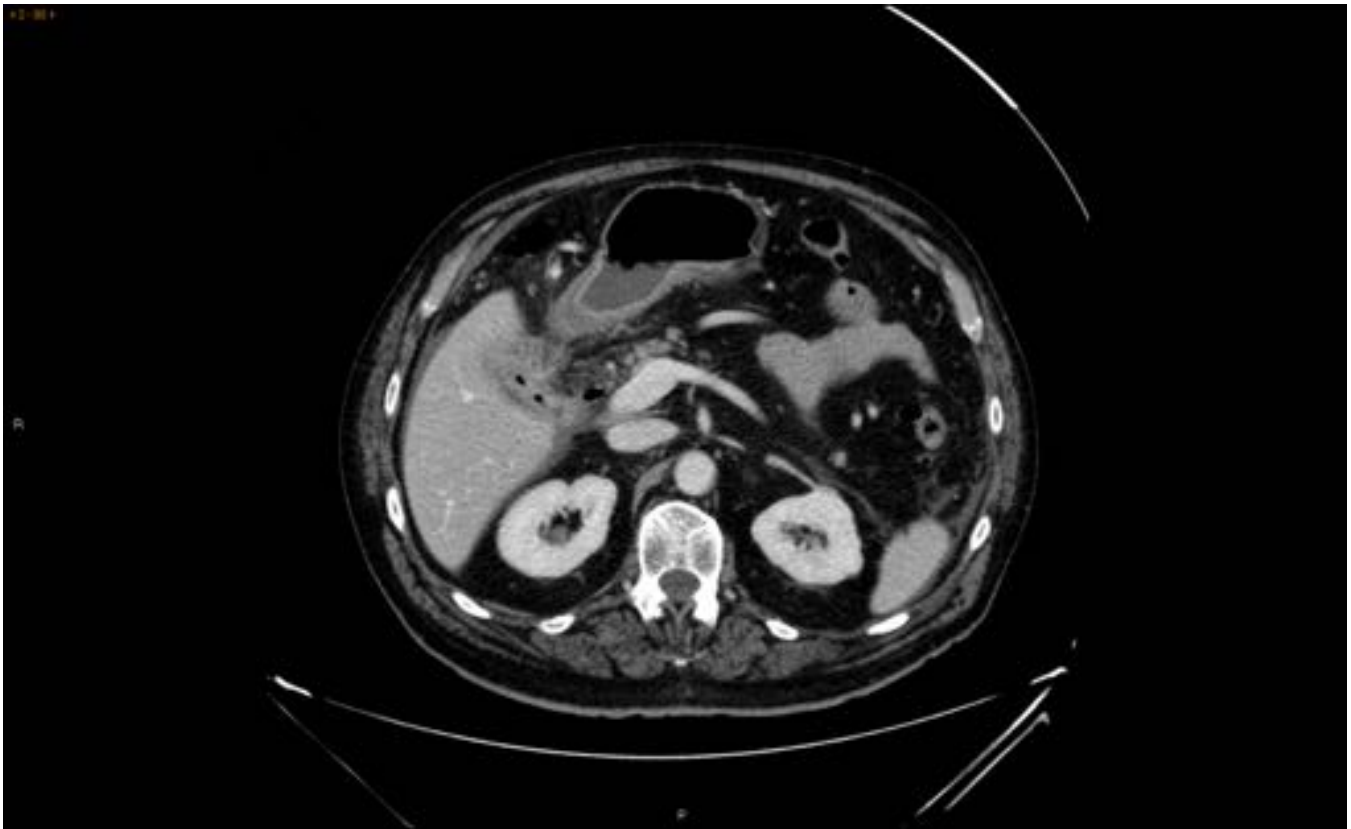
Varón de 69 años intervenido hace 1 mes por íleo biliar y posteriormente reintervenido por peritonitis entérica. Presenta fiebre y aumento de reactantes de fase aguda. En el estudio de TC con contraste intravenoso (sin contraste oral por ser estudio de Urgencias) se observa aerobilia y cambios inflamatorios en la vecindad del duodeno, hallazgos compatibles con fistula colecistoentérica.
